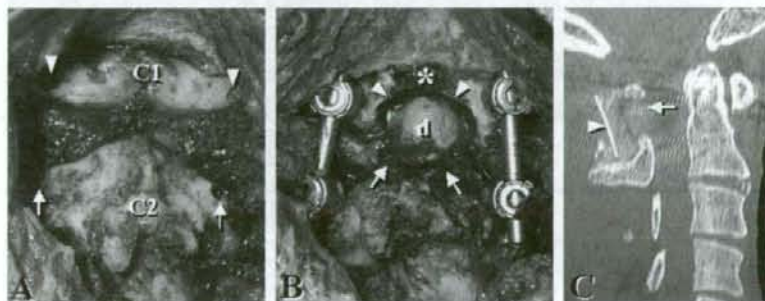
Intraoperative photographs showing key points in the surgery. (A) After exposure of the C1 posterior arch and C2 lamina, we made insertion holes for the screws with an air drill at C1 (arrowheads) and C2 (arrows). (B) C1–C2 fixation was performed using a polyaxial screw-rod system, and then dome-like laminotomy was performed at the caudal portion of C1 (arrowheads) and the cranial portion of C2 (arrows). The asterisk indicates the remaining cranial portion of C1. (C) A mid-sagittal CT scan of the reconstruction 1 week after surgery shows that the dome-like laminotomy was accomplished successfully at C1 (arrow) and that the autograft from the iliac crest was appropriately positioned over the remaining portions of C1 and C2 (arrowhead). d = dura mater. This figure can be viewed in colour on ScienceDirect at www.sciencedirect.com.
